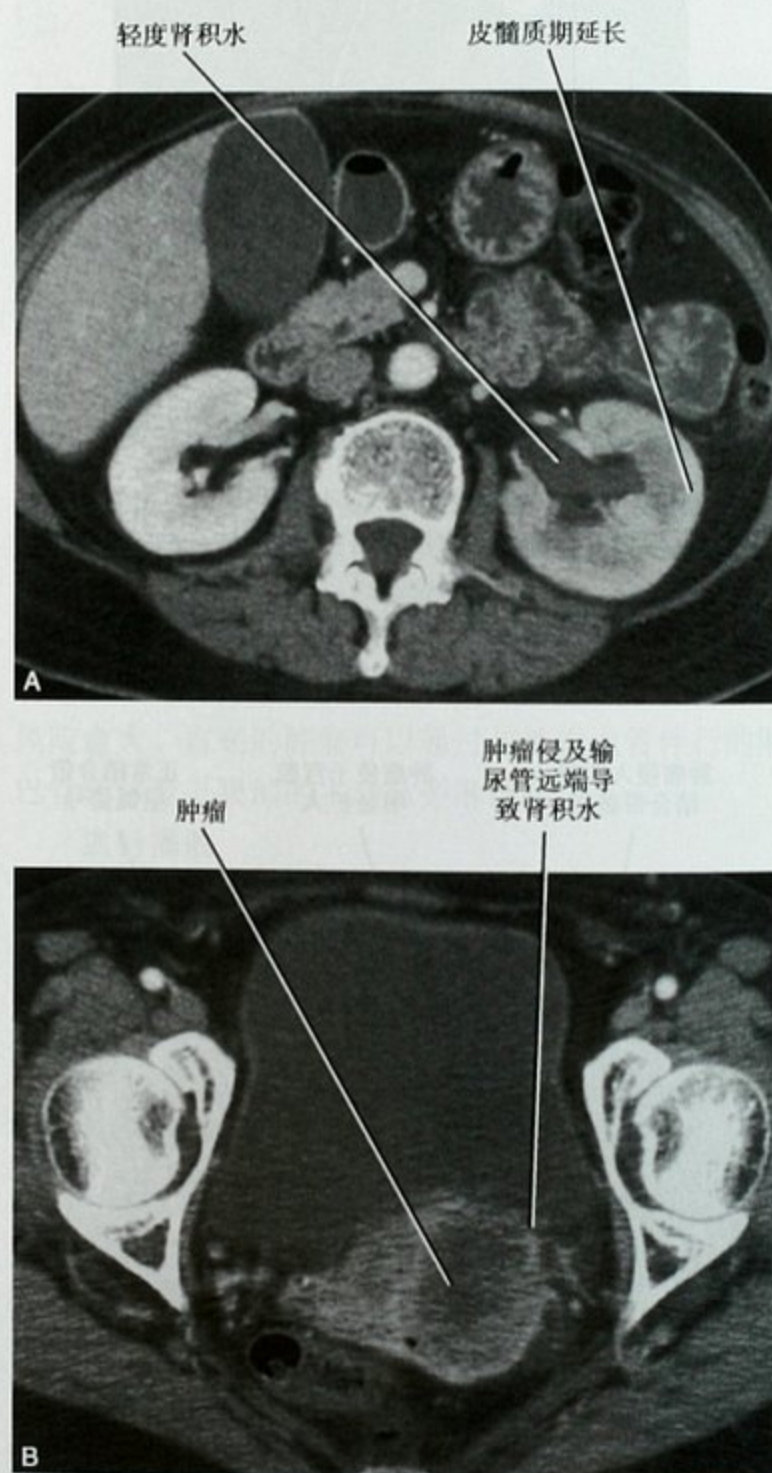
子宫颈癌 III B 期患者 CT 增强横断面显示肾脏平面和盆腔平面
